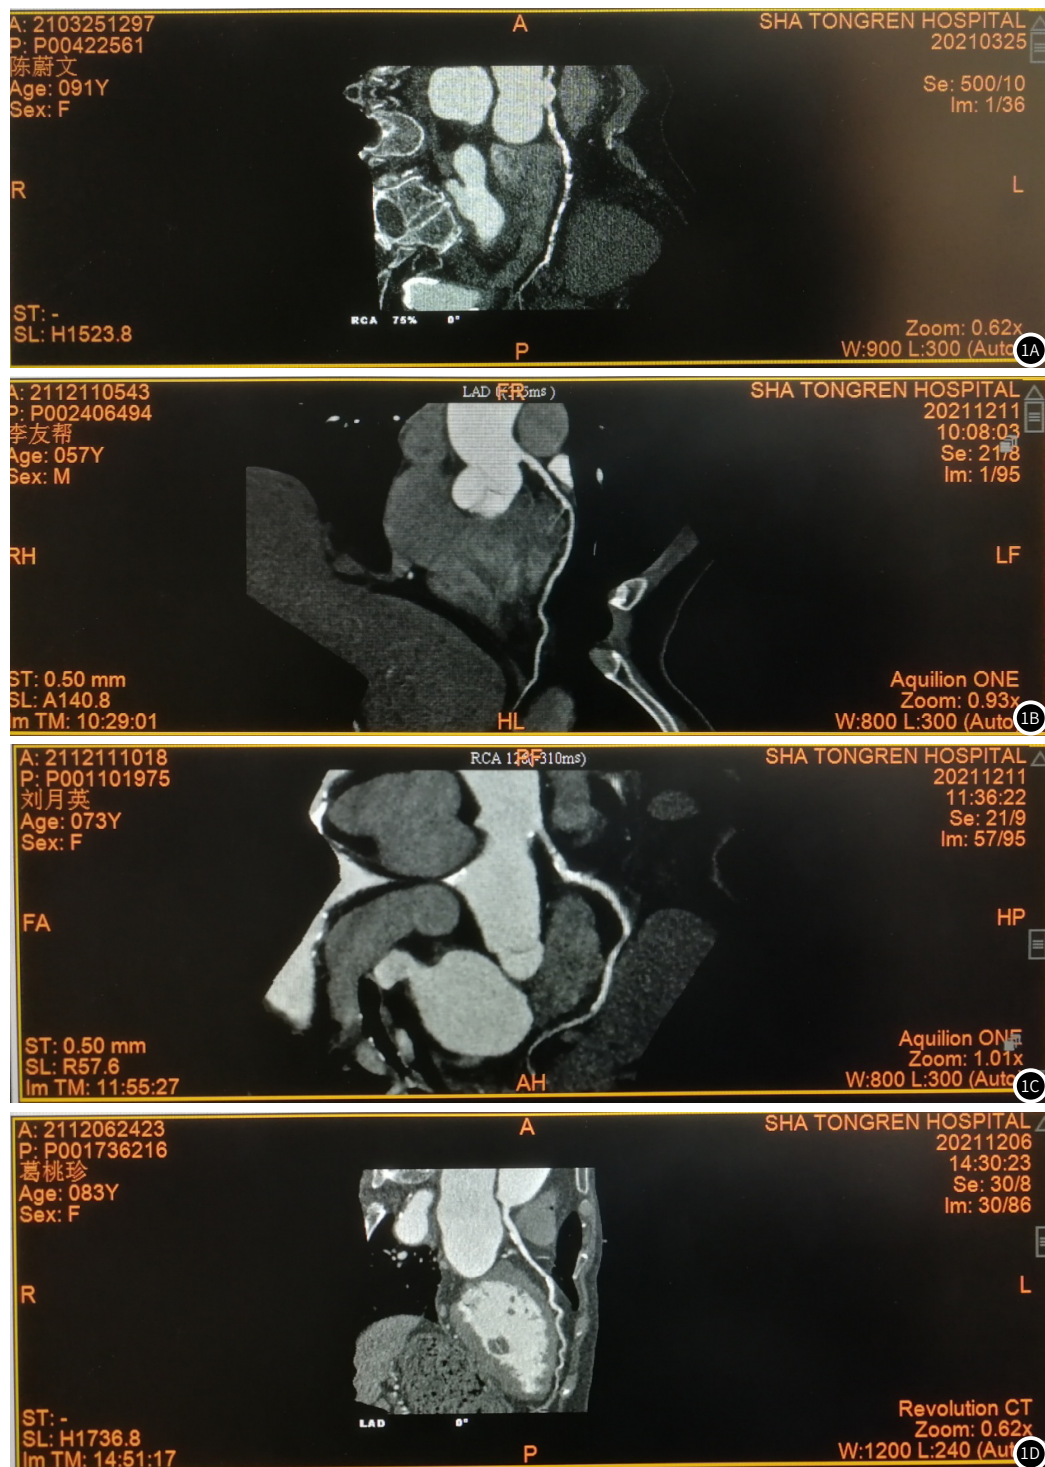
HFpEF患者典型肺动脉CT成像检查结果。图1A 为右冠状动脉(RCA)的弥漫性钙化斑点,管腔为轻-中度的狭窄,中段局部管腔显示不清。图1B 左前降支(LAD)近段可见钙化斑,管腔为轻度狭窄。图1C 右冠状动脉(RCA)弥漫性钙化斑块,管腔轻度狭窄。图1D 左前降支(LAD)近、中段管壁见偏心的稍低密度影及高密度钙化斑,管腔重度狭窄。
